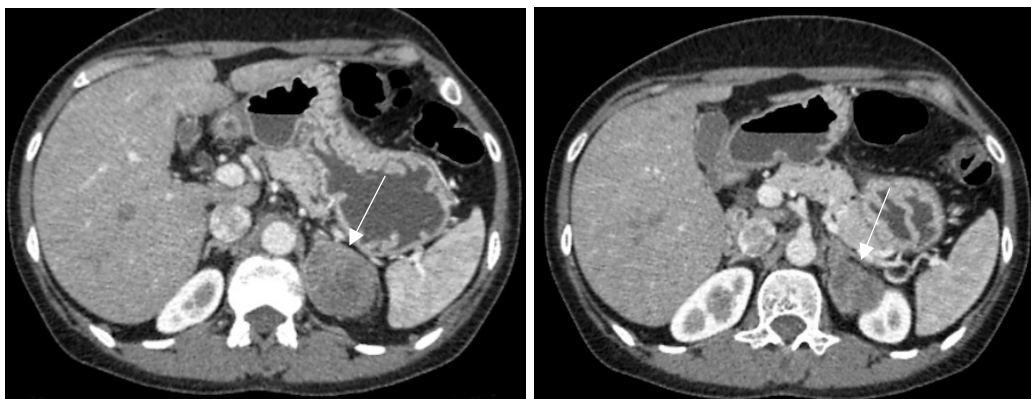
TC de abdome do indivíduo II.1. Presença de nódulo em adrenal esquerda (seta branca).
